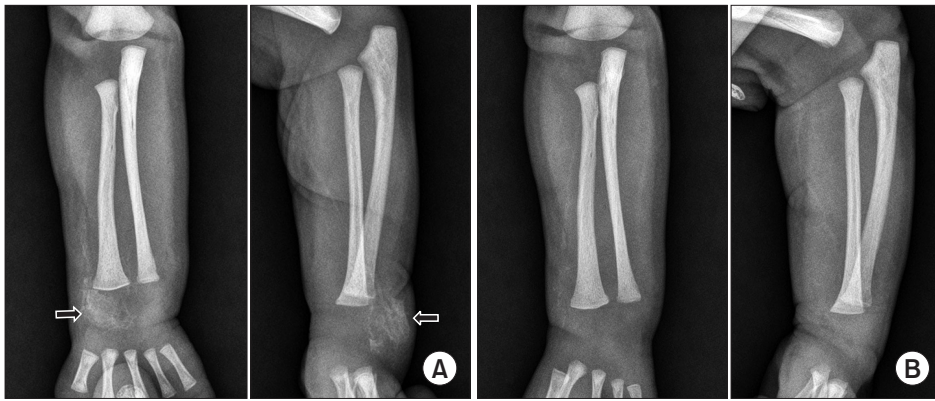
(A) Radiographs from a 14-day-old girl show a large, hazy calcification on the radial side of the right wrist (arrows). (B) Three weeks later, the calcification disappeared without specific treatment.
